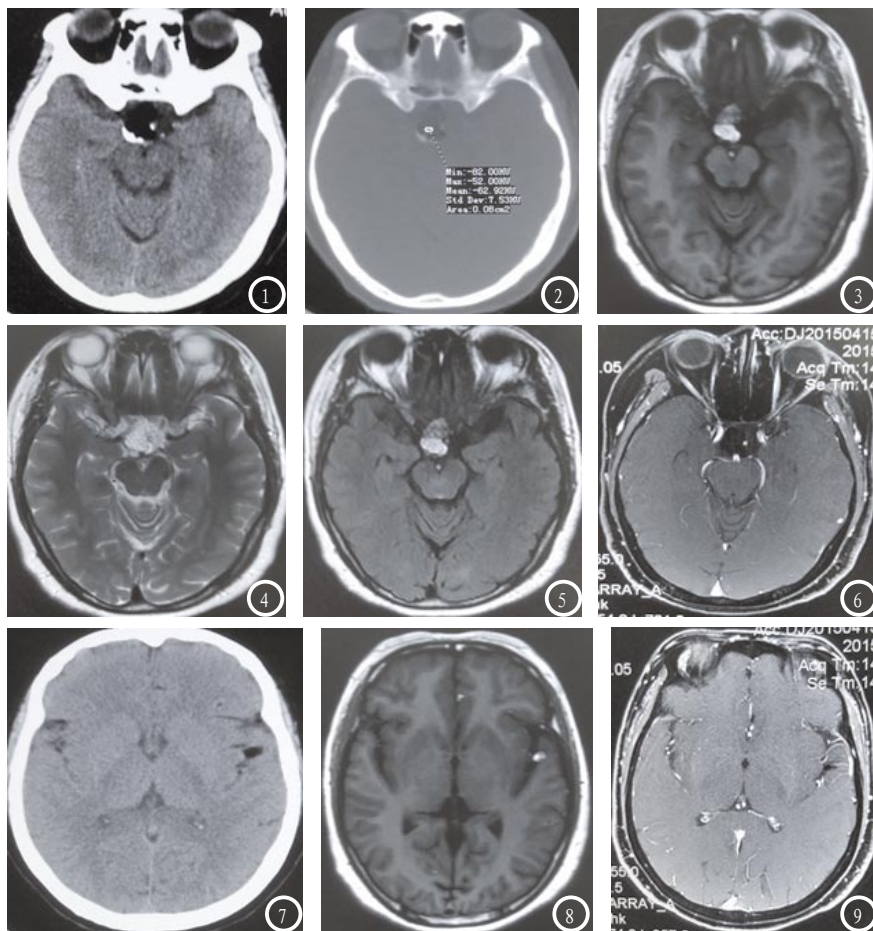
患者, 男, 58岁, 鞍上皮样囊肿破裂。图1 CT平扫显示鞍上不规则形低密度影, 与气体密度影相似。图2 CT骨窗显示鞍上低密度影, CT值-62HU, 为脂性密度。图3 MRI T1WI 显示鞍上可见不规则形占位性病变, 病变后部呈短T1信号, 前部呈稍短T1信号。图4 T2WI显示鞍上病变呈不均匀高信号。图5 T2WI flair为不均匀高信号, 与T1WI表现相似。图6 压脂增强T1WI扫描病变不强化呈低信号。图7 CT平扫在左侧裂池、大脑前纵裂池见低密度脂肪滴影。图8 MRI T1WI在左侧裂池、大脑前纵裂池见高信号脂肪滴影。图9 MRI压脂T1WI增强扫描在上述部位见低信号未强化脂肪滴影。
